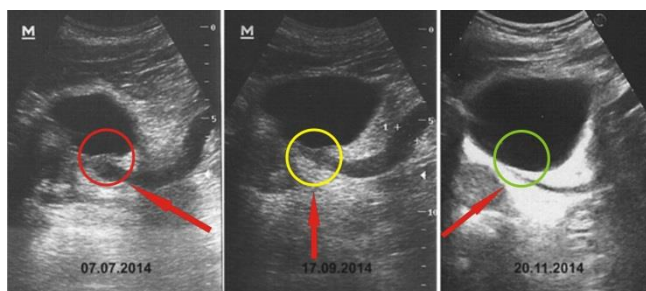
Динамика УЗИ при IV стадии онкологии в процессе иммунотерапии
